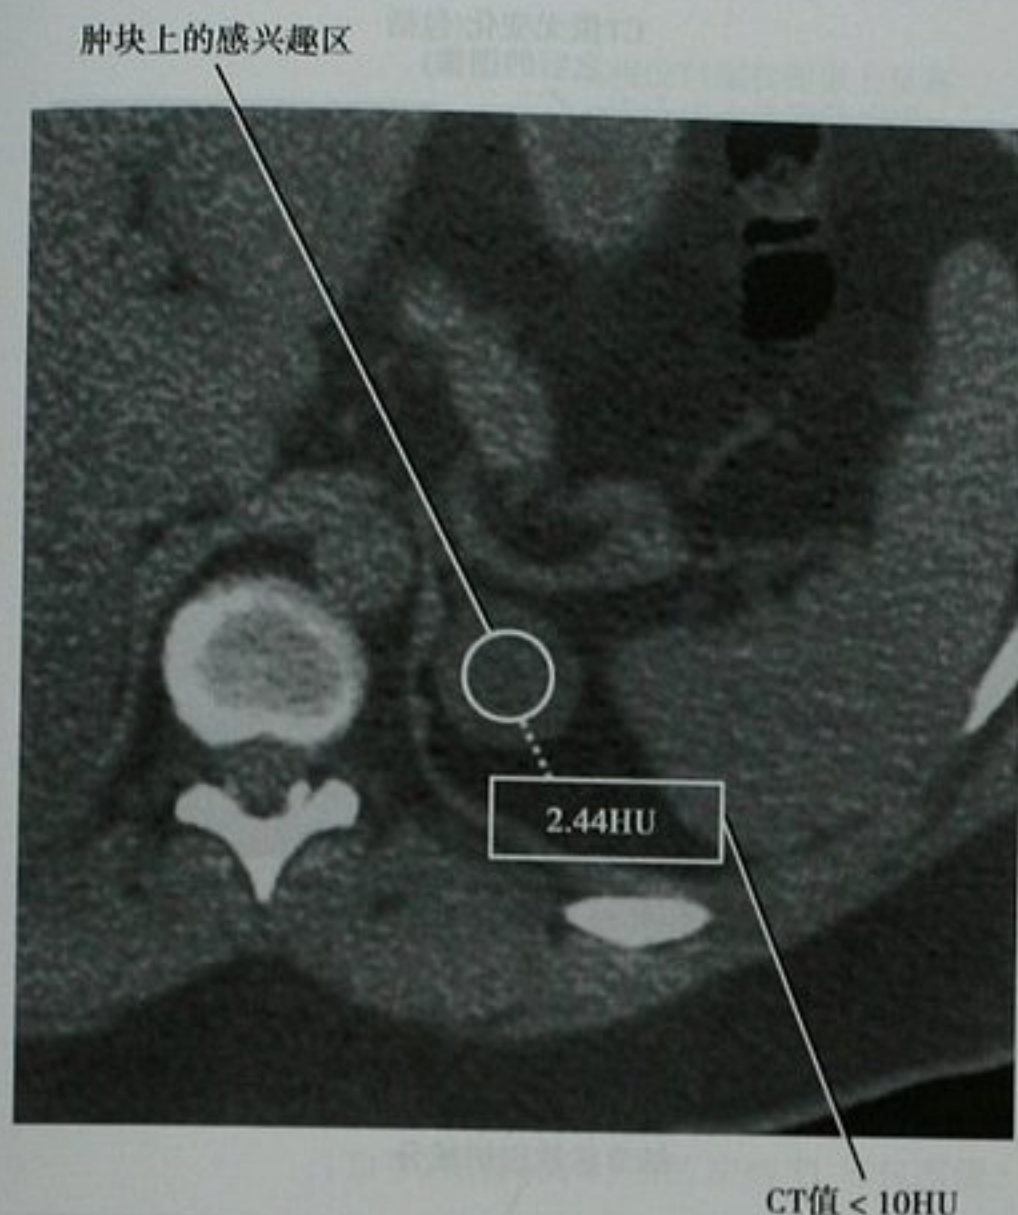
CT 平扫轴位图像显示左肾上腺肿物感兴趣区(ROI)的 CT 值测量。平均 CT 值为 2.44HU, 小于 10HU, 因此高度提示腺瘤。注意设置感兴趣区要将大部分肿块组织包括在内, 但不要超出它的范围
